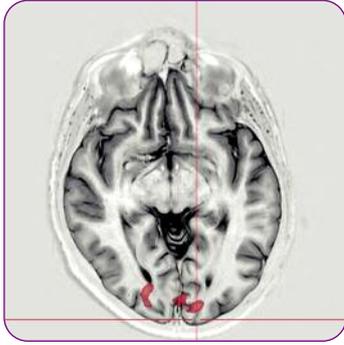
IRM fonctionnelle. Stimulation de l'œil droit chez un sujet du groupe 1, sans inconfort fonctionnel. Activation des aires visuelles primaires.
